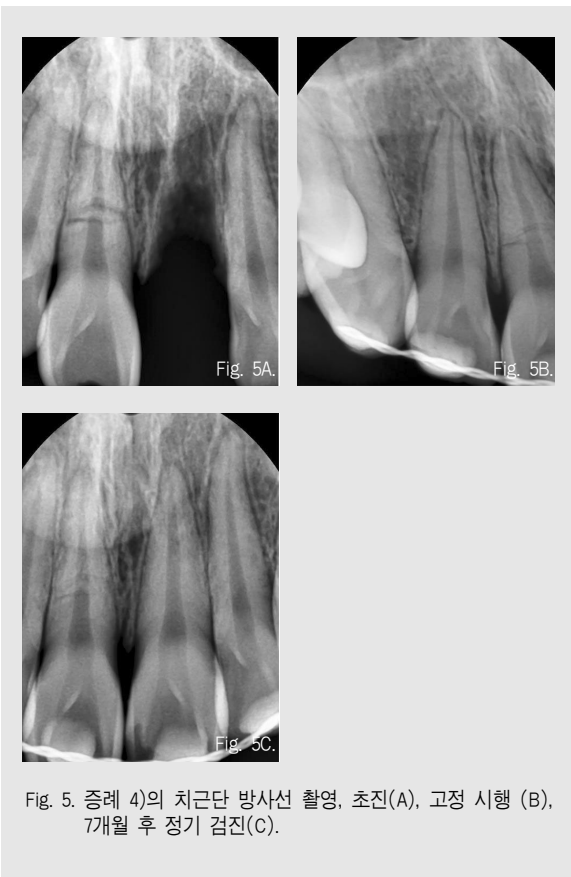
증례 4)의 치근단 방사선 촬영, 초진(A), 고정 시행 (B), 7개월 후 정기 검진(C).
